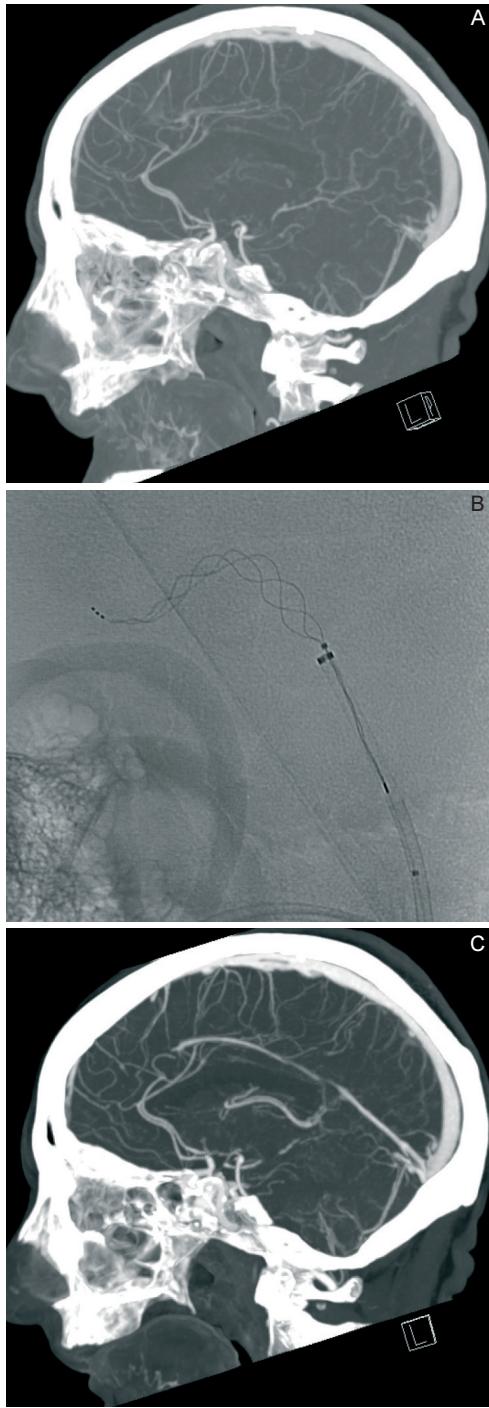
Case 1. A. CTA: Complete straight sinus occlusion with deep venous system impairment (coexists left transverse-sigmoid sinus sub-occlusion, not showed). B. Endovascular recanalization procedure using both aspiration and stent-retriever (picture shows a stent-retriever in the internal cerebral vein and the vein of Galen). C. CTA 7 days after endovascular treatment and medical therapy with complete recanalization of the deep venous system (coexists left transverse-sigmoid complete recanalization, not showed).
